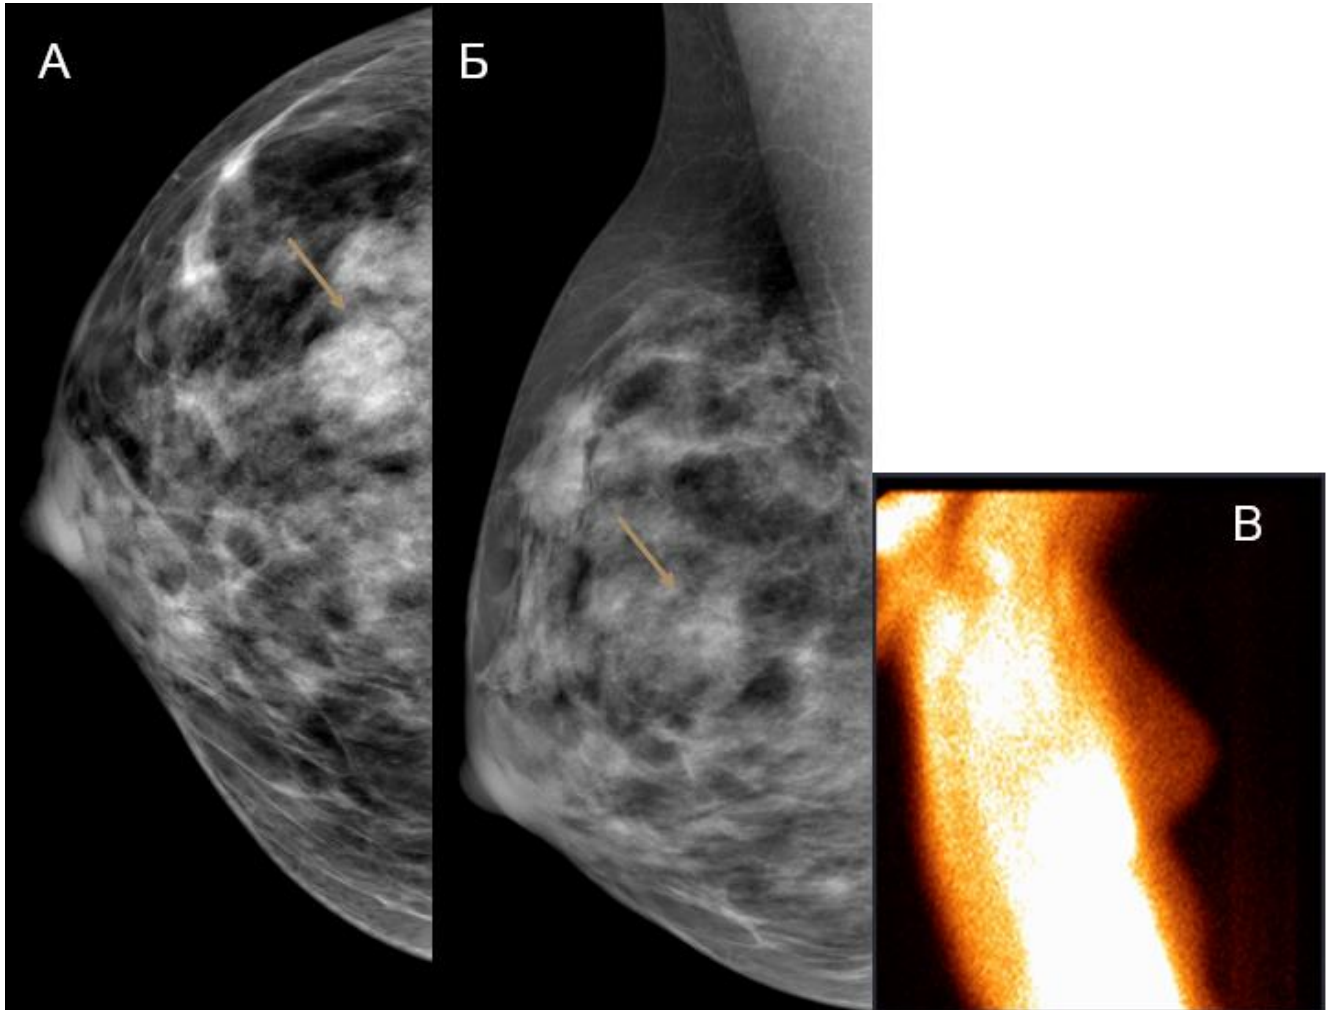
Маммограммы (А – краниокаудальная проекция (CC), Б – медиолатеральная проекция (MLO), В – маммосцинтиграфия) 45-летней пациентки.
